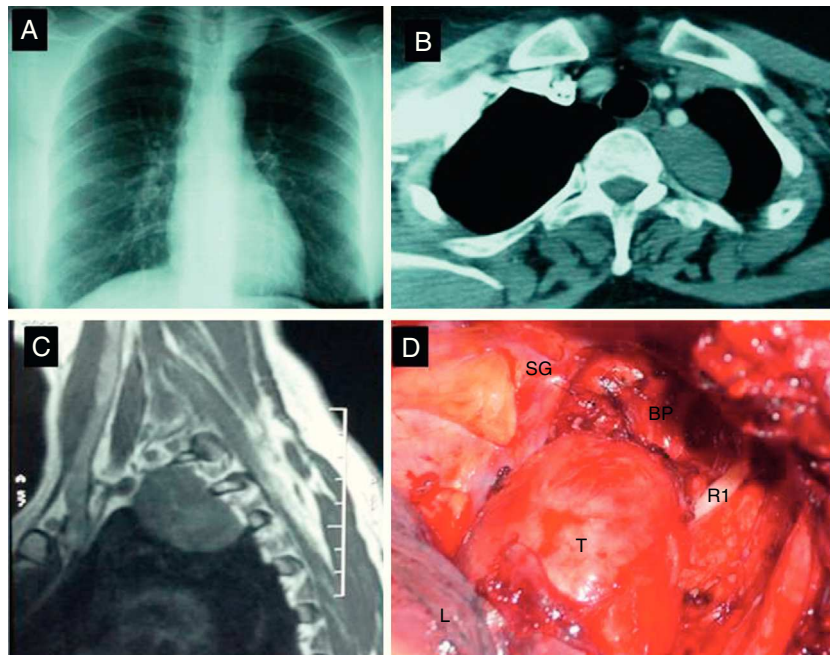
A) Radiografía de tórax que muestra una opacidad paratraqueal izquierda. B) Tomografía computarizada de tórax que muestra una masa encapsulada en el mediastino posterosuperior izquierdo a la altura de T2-T3. C) Resonancia magnética torácica: tumor bien delimitado en la región paravertebral izquierda sin compresión de la médula espinal ni invasión vertebral directa. D) Imagen intraoperatoria del ganglioma. R1: primera costilla; SG: ganglio estrellado; L: pulmón; BP: plexo braquial; T: tumor.
